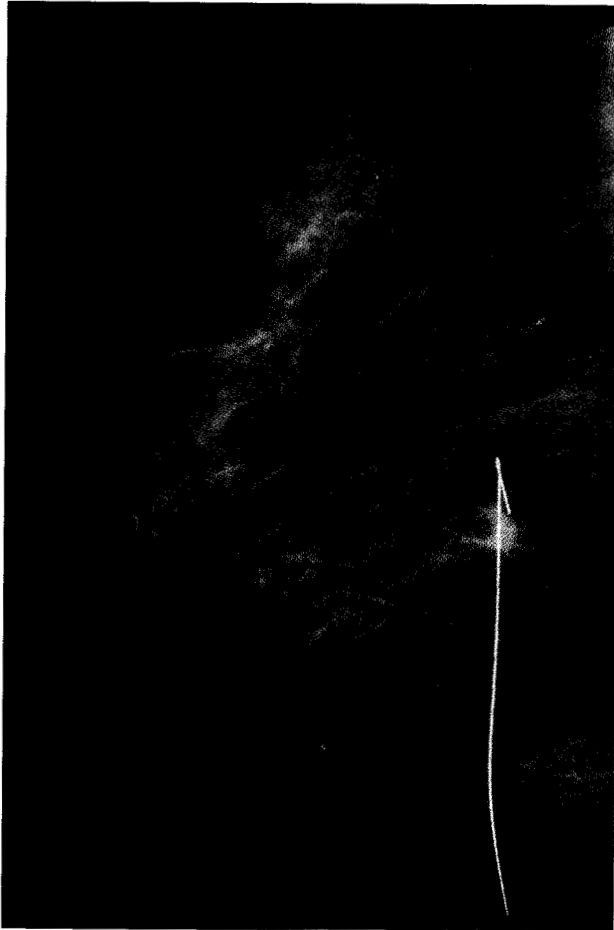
Nódulo espiculado en la parte posterior de la mama y atravesado por un arpón. En radiografía de la pieza quirúrgica se comprobó la existencia de numerosas espículas. El diagnóstico fue de carcinoma ductal infiltrante.
